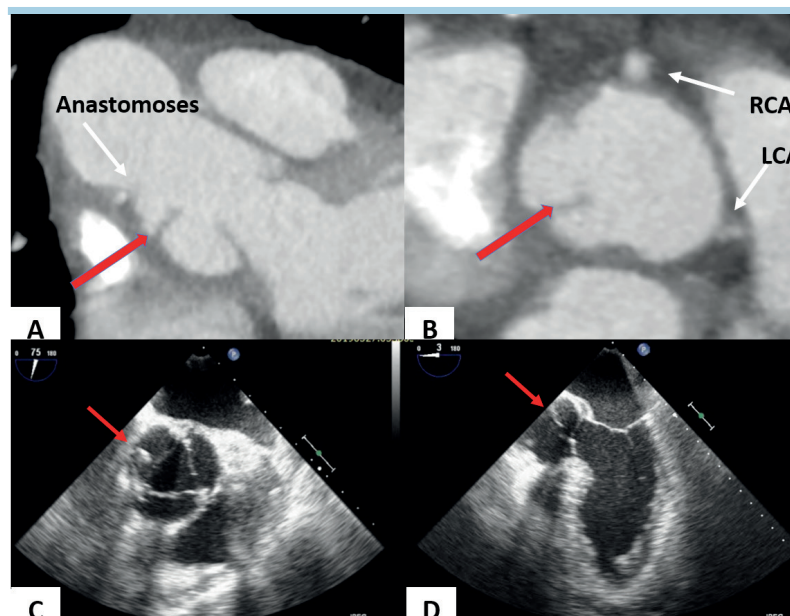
(A, B) L'angio-tomografia coronarica documenta un flap (freccia rossa) nella cuspid non coronarica, prossimale all'anastomosi della protesi vascolare. (C) Ecocardiogramma transesofageo, proiezione medio-esofagea asse corto: flap a livello della cuspid non coronarica (freccia rossa). (D) Ecocardiogramma transesofageo, proiezione medio-esofagea asse lungo: flap a livello della cuspid non coronarica (freccia rossa). LCA, arteria coronaria sinistra; RCA, arteria coronaria destra.
